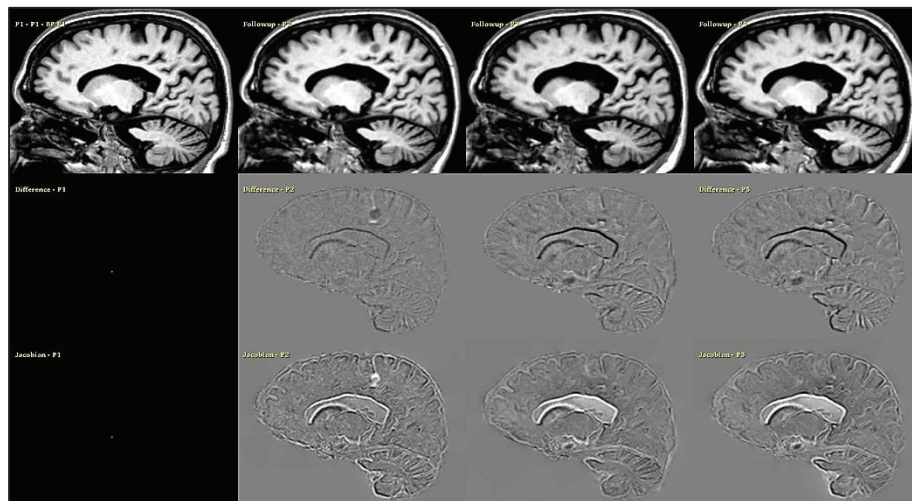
Visualisation des images obtenues par l'Intégration Jacobienne. Première ligne : acquisitions IRM successives et recalées, en séquences pondérées T1. Deuxième ligne : cartes de soustraction obtenues pour chaque point temporel par soustraction de l'IRM initiale à chacune des IRM successives. Troisième ligne : cartes des déterminants jacobiens obtenues pour chaque point temporel par déformation de l'IRM initiale sur chacune des IRM successives. En blanc les pixels siège d'expansion de volume et en noir les pixels siège de perte tissulaire.
